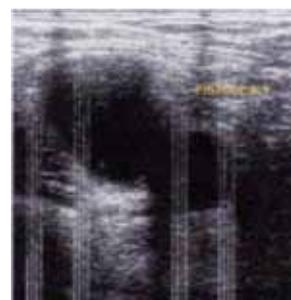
aspect échographique de la fistule artério-veineuse.
